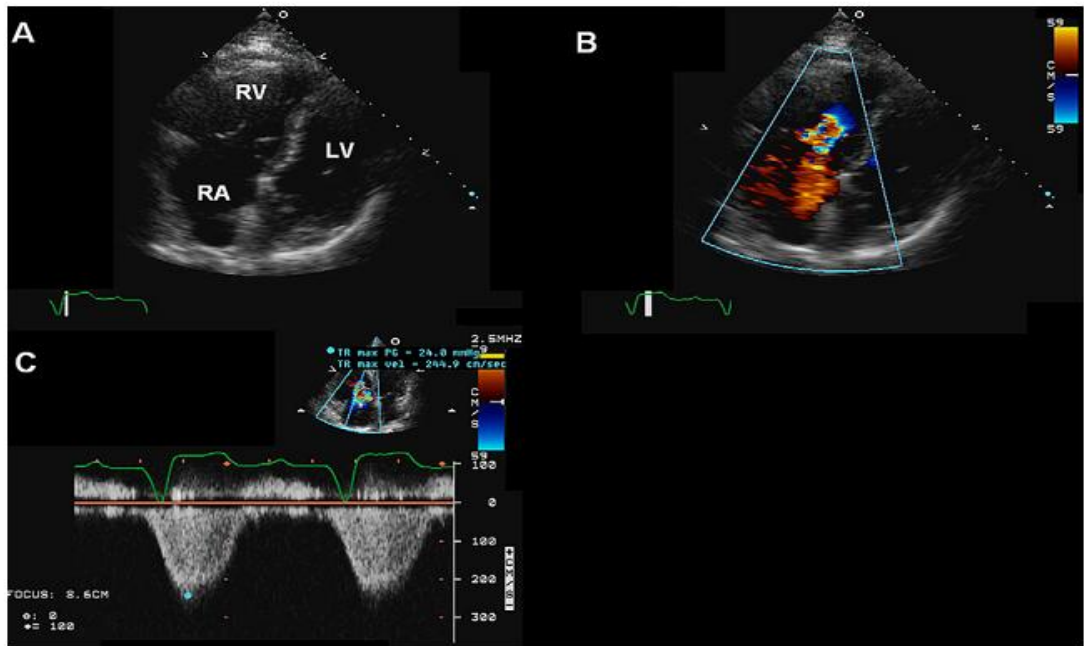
Apikal dört boşluk görüntü. Septal triküspit kapakçığına elektrodların birinin çarpması sonucunda büyük regurjitasyon oluşmuş. TK dan geçen 2 elektrod var. LV, left ventricle; RV, right ventricle LA, left atrium.(American Society of Echocardiography, Maha A.Al-Mohaisen).
